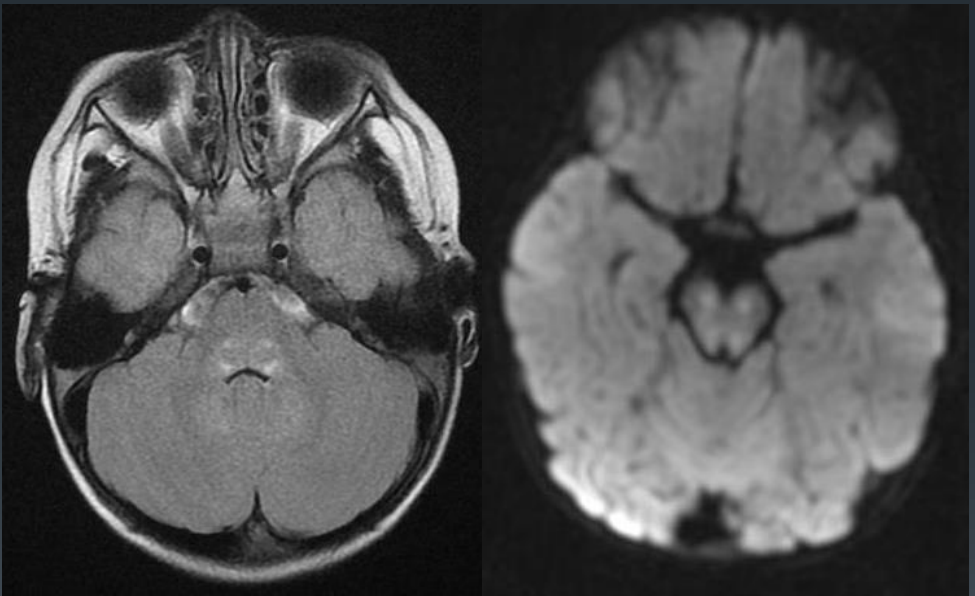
Secuencia axial FLAIR con imagen hiperintensa en pedúnculos cerebrales y secuencia de difusión con restricción en mesencéfalo.
